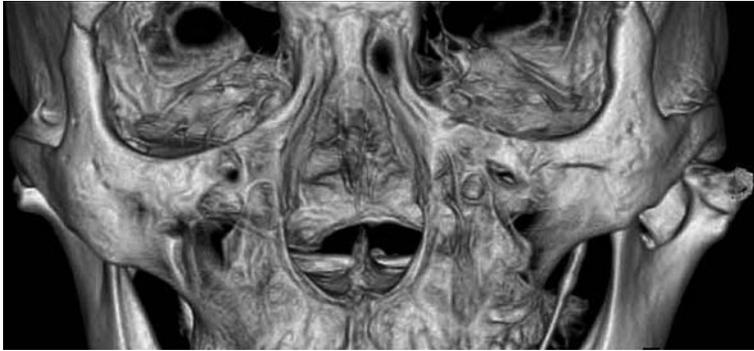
術前の顎関節3D-CT所見(正面, 閉口時)
